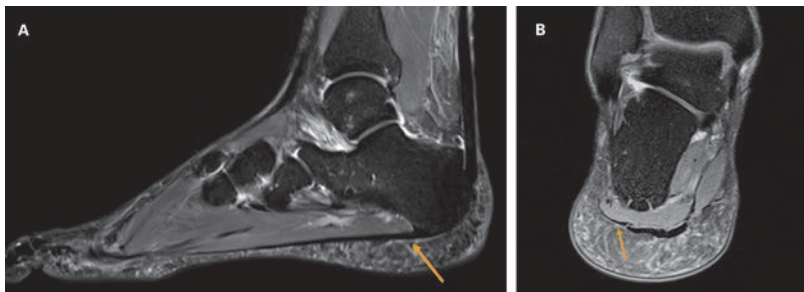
MRT Fuss rechts nativ, (A) sagittal, (B) coronar. Anatomischer Normalbefund der Plantarfaszie (Pfeile). Im Bereich des oberen Sprunggelenkes zeigt sich als Zufallsbefund ein geringes Weichteilödem. Keine weiteren traumatischen Läsionen.
